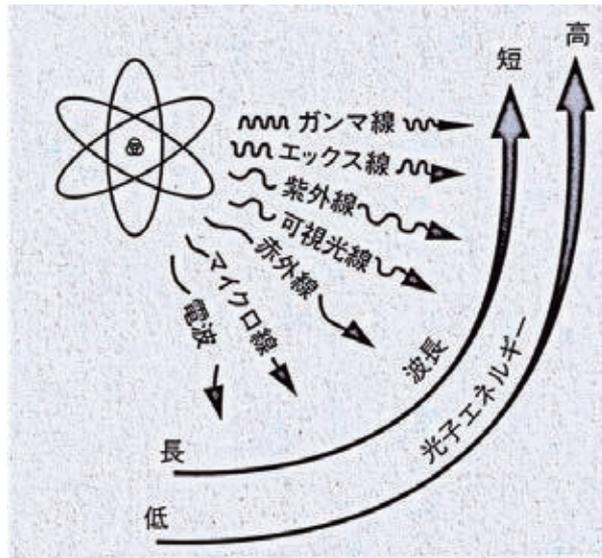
電磁波の波長、エネルギーの関係（『レントゲン、CT検査 医療被ばくのリスク』<sup>3</sup>より）
